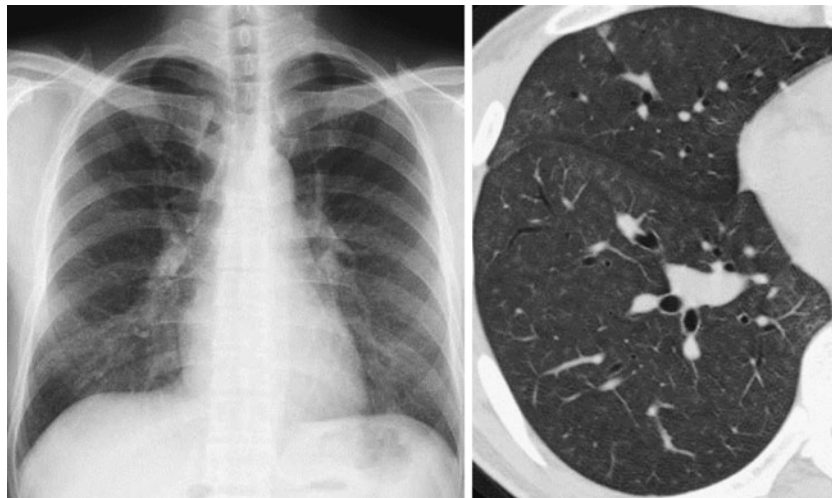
Chest X-ray film on admission showing diffuse small granular and reticular shadows in both lung fields. HRCT on admission showing patchy ground glass opacity and small ill-defined centrilobular nodules.
